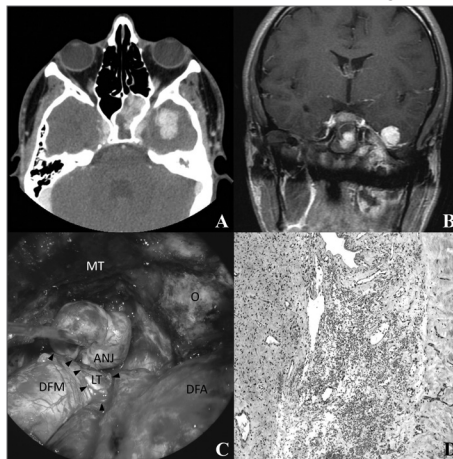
A) TC axial demonstrando ANJ com envolvimento do seio esfenoidal e extensão intradural, irrigado por ramos da ACI. B) RM coronal: sequência ponderada em T1 com gadolínio mostrando extensão do ANJ para a fossa média, com íntimo contato com o lobo temporal. C) Visão microscópica da dissecação da ANJ do lobo temporal (LT) após a abertura da dura-máter da fossa média (DFM). Setas representam as bordas da dura-máter aberta. MT. Músculo temporal; O. órbita; DFA. Dura-máter da fossa anterior. D) Fotomicrografia do fragmento intradural do ANJ (esquerda), em contato íntimo com a dura-máter (direita) e áreas de invasão tecidual (hematoxilina e eosina; 100 X).
